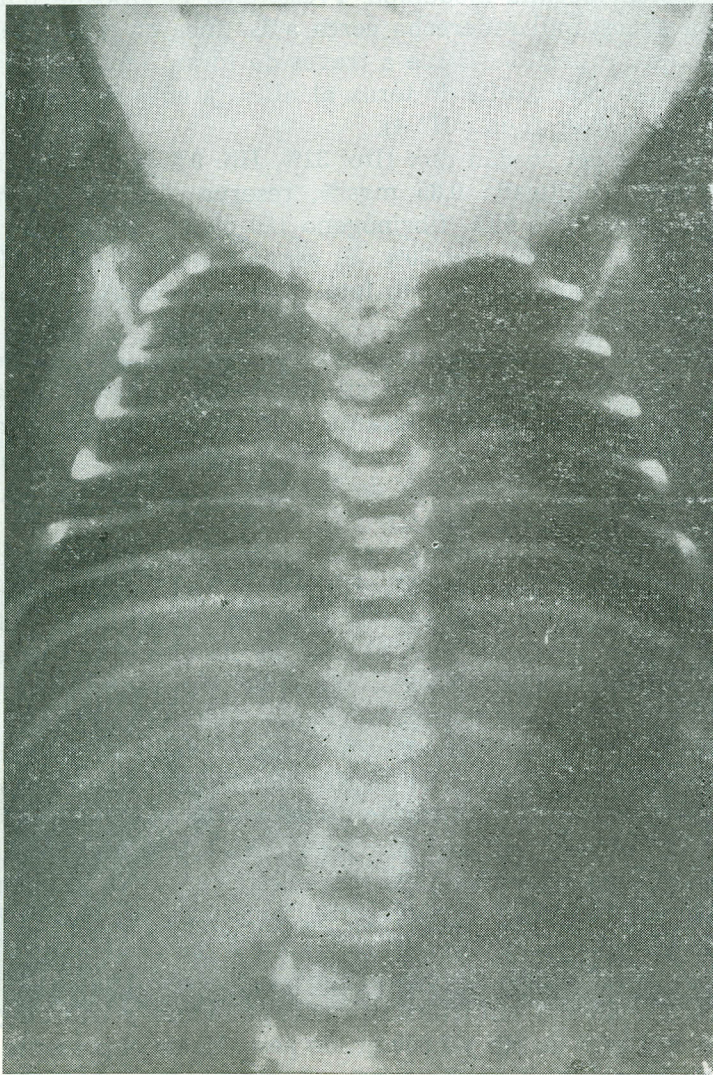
Radiografía de tórax del niño, en la cual no se aprecia nada patológico.
